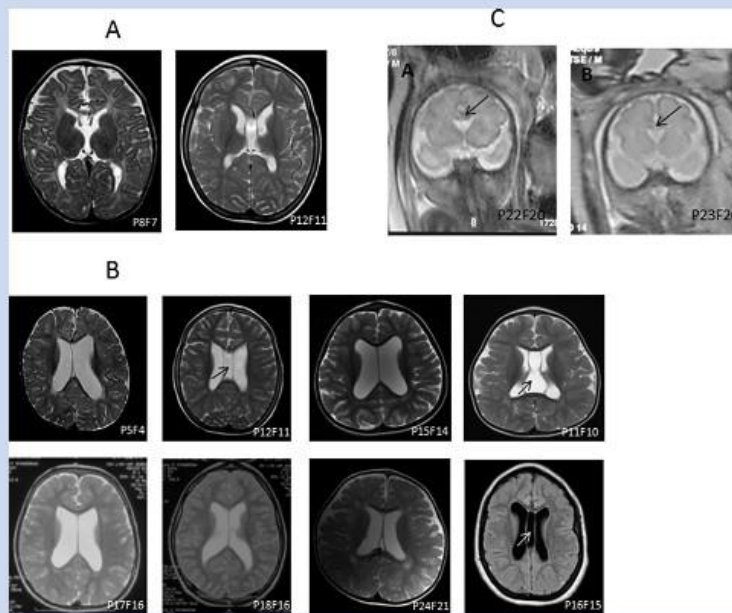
A: Reduced white matter [P8F7, P12F11]. B: Lateral ventricle dilatation [P5F4, P11F10, P12F11, P15F14, P16F15, P17F16, P18F16, P24F21]. Note that P11F10, P12F11, P24F21, and P16F15 have persistence of the cavum septum pellucidum with or without cavum vergae [arrow]. C: Fetal cerebral MRI. Large, triangular-shaped cavum septum pellucidum on fetal cerebral MRI in two siblings: P22F20 [Left] and P23F20 [Right] [arrow].
